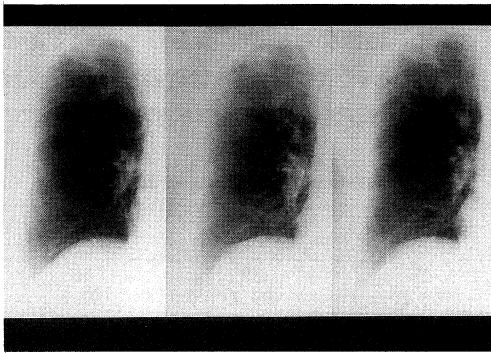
Chest x-ray of mass survey between 1991 and 1993
